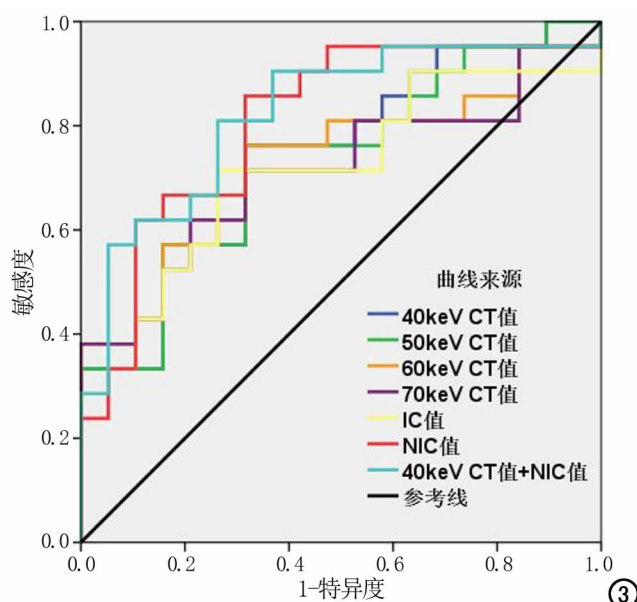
静脉期 40~70keV 单能量 CT 值、IC 值、NIC 值诊断 T3 期胃癌的 ROC 曲线, 其 AUC 分别为 0.744、0.734、0.729、0.721、0.714、0.807, 40keV 单能量 CT 值联合 NIC 值诊断 T3 期胃癌的 AUC 为 0.822。
